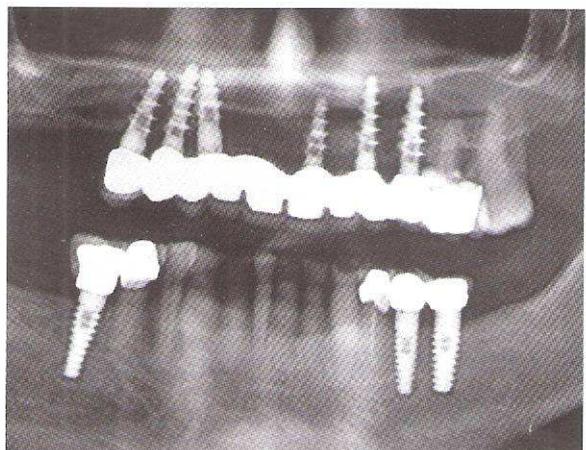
Ortopantomografia a 3 anni
